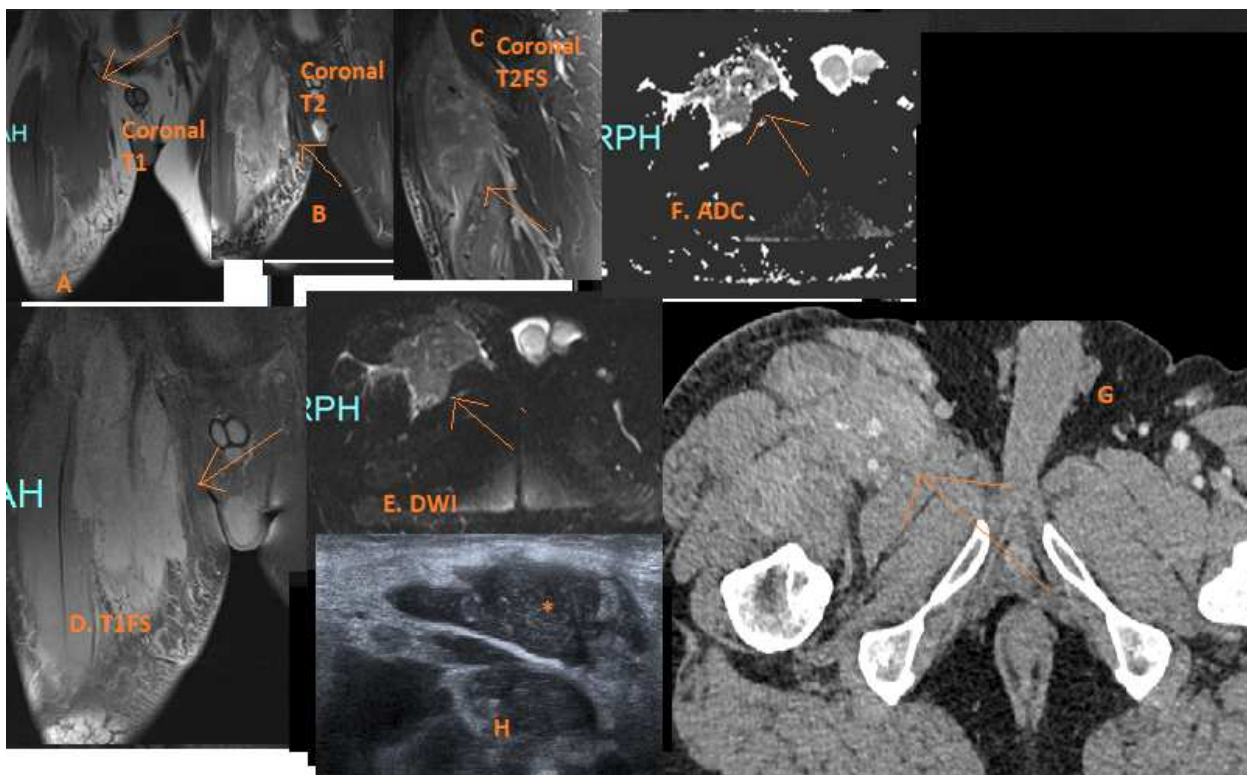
Tumoraación de partes blandas en raíz del muslo de aspecto infiltrativo con extensión intermuscular entre vasto intermedio y musculatura aductora con infiltración del sartorio. Vasos femorales englobados sin desplazamiento. A. Isointensa T1. B Hiperintensa T2. C y D hiperintensa en T2FS y T1FS. E y F. Restringe en difusión. G. TC Discretamente hipercaptante de aspecto infiltrativo. H. Eco: hipoeicoica de bordes mal definidos.
